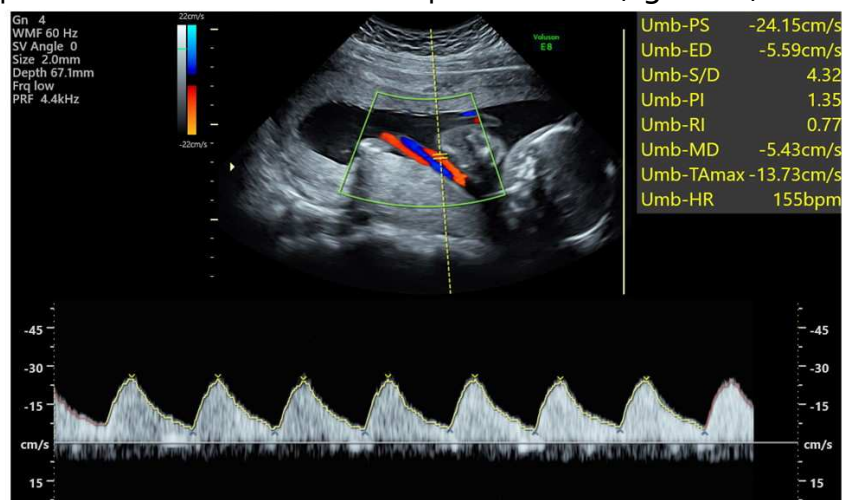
Doppler de artéria umbilical com representação espectral do fluxo e a medida do índice de pulsatilidade.
